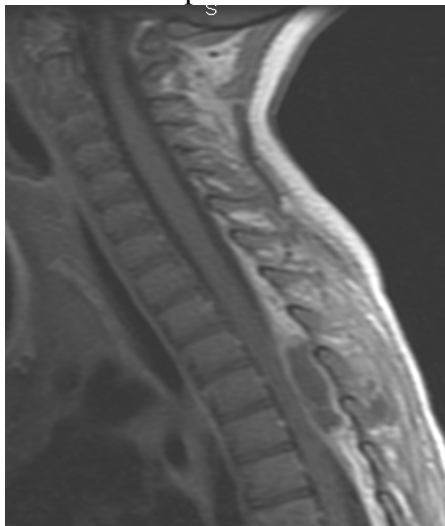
RM corte sagital en secuencia T1 con contraste: lesión epidural, entre D3 y D6, que capta contraste periféricamente en anillo y que comprime y desplaza anteriormente el saco tecal.
